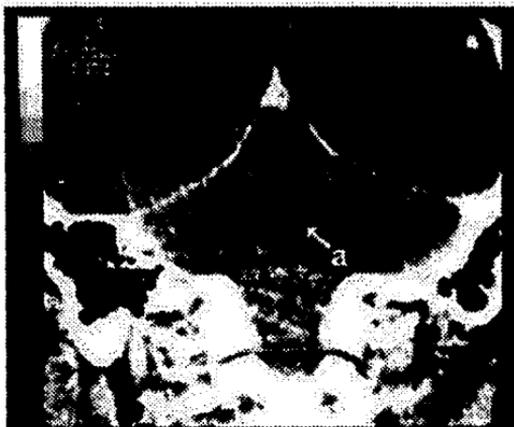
Se aprecia corte coronal de TAC contrastada, donde la flecha (a) muestra el IV ventrículo redondeado y dilatado.
